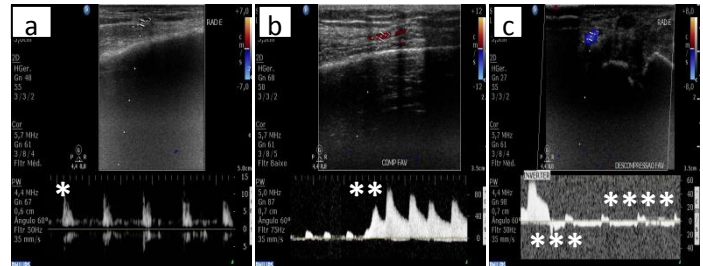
Síndrome de roubo em doente com 62 anos, sexo masculino, com sinais de hipoperfusão, dor e déficit motor da mão, apresentando a) fluxo diminuído na artéria radial, com VSM =10 cm/s\*, b) aumento do fluxo com a compressão do componente venoso da FAV para VSM=80cm/s\*\* e c) inversão transitória\*\*\* e redução acentuada da velocidade do fluxo para VSM=15cm/s na artéria radial com a descompressão\*\*\*\* (Fonte: Laboratório de Eco-Doppler do Serviço de Cirurgia Vascular do HSM-CHLN).
